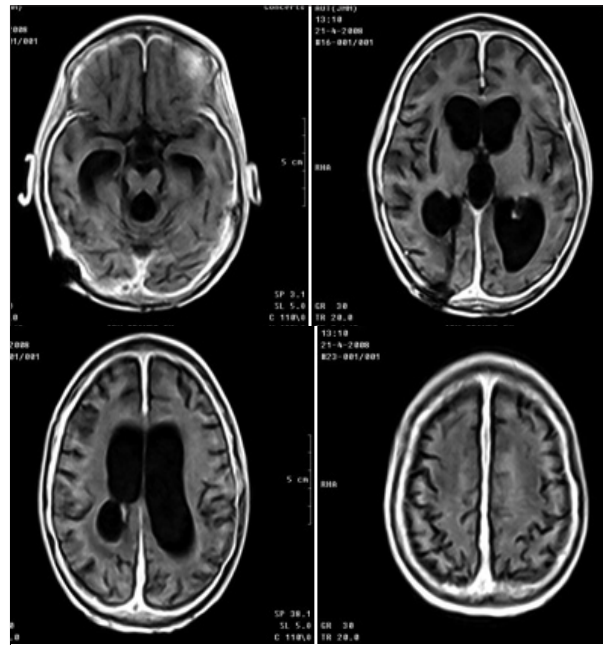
RMN de cráneo, técnica T1, cortes axiales con inyección de gadolinio.
